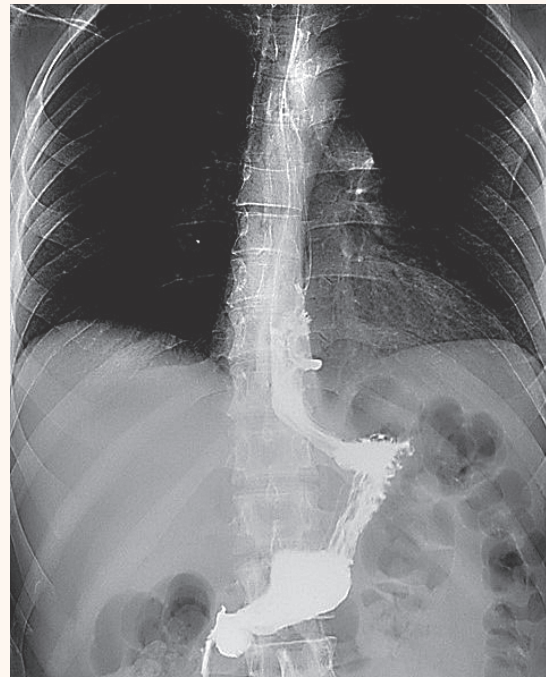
Контрольное рентгенологическое исследование с водорастворимым контрастным веществом.
